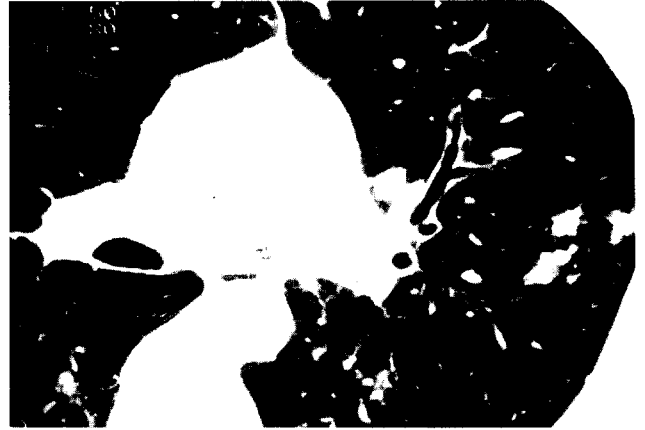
Preoperative chest CT (Case 2)
